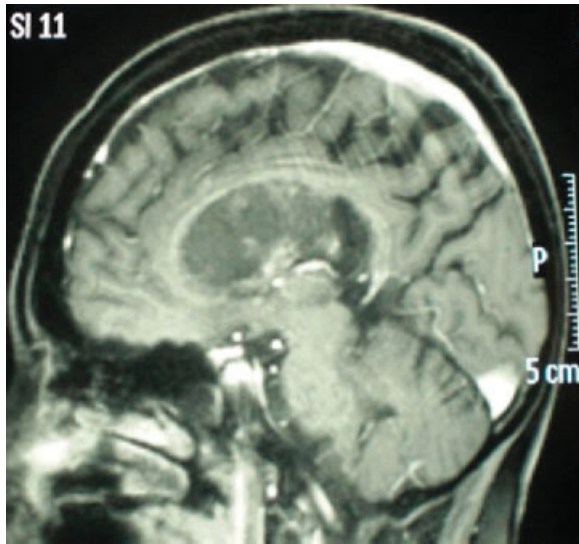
Corte sagital de RM de encéfalo em T1 contrastada evidenciando afilamento de corpo caloso, bem como lesão sólido-cística intraventricular medindo 6,1 cm de comprimento anteroposterior.
